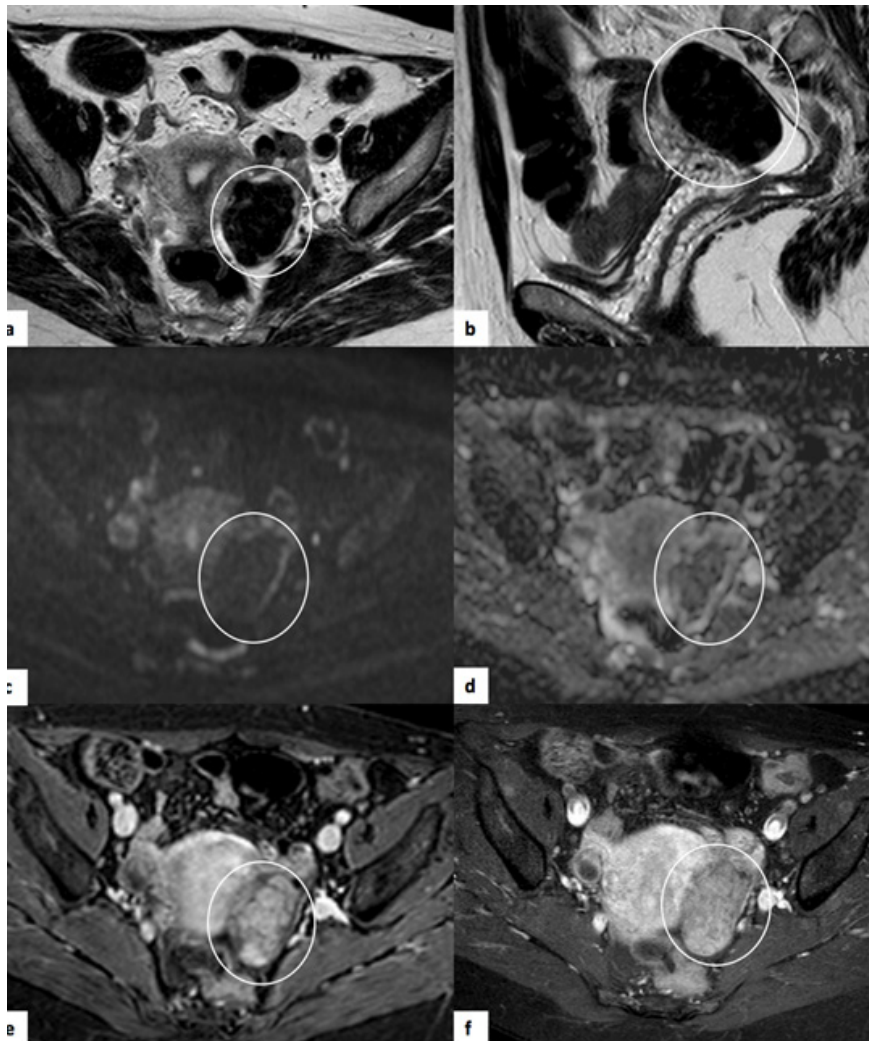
Leiomioma primário do ovário esquerdo. RM pélvica de mulher de 52 anos. (a) Sequência T2 axial onde se observa lesão do ovário esquerdo (círculo) marcadamente hipointensa em T2 (sinal semelhante ao tecido muscular). (b) sequência sagital T2 onde é possível observar as mesmas características. (c) e (d) correspondem ao estudo de difusão ($b=1000$) e mapa ADC, respectivamente, onde se verifica que esta lesão não apresenta restrição à difusão. (e) corresponde a sequência T1 com saturação de gordura após contraste ev – T1 SPAIR (estudo dinâmico) e (f) a aquisição tardia após contraste ev – T1 SPIR, onde é possível observar realce da lesão, que não é superior ao do miométrio.
